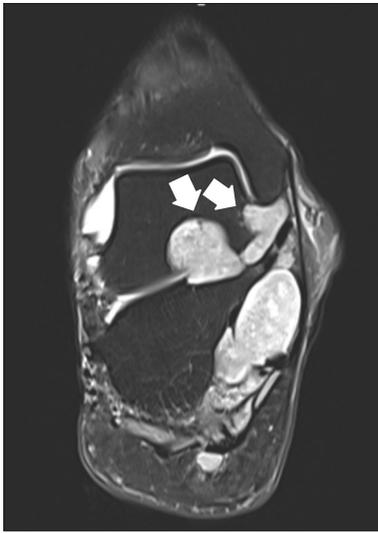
Coronal T2-weighted magnetic resonance imaging demonstrates space-occupying multiple lesions extending to the sinus tarsi with adjacent bony erosion (arrows).
